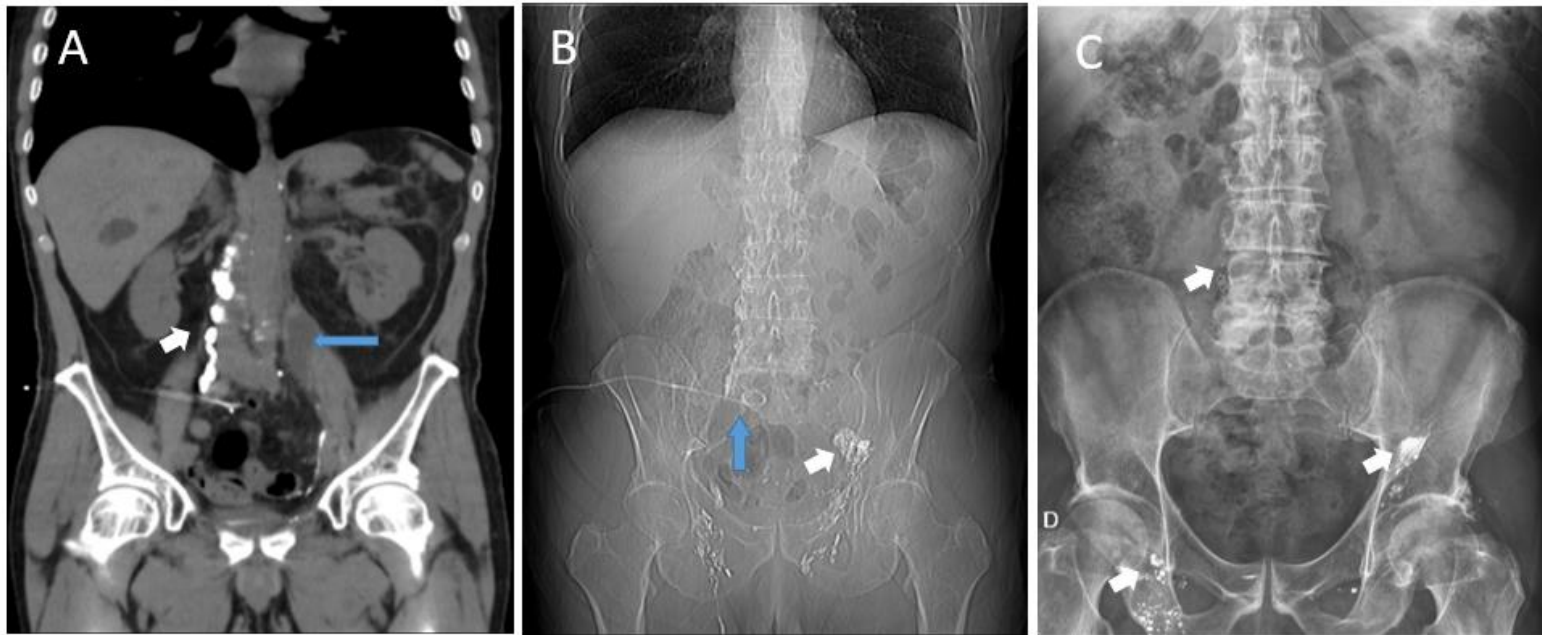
A) TC abdominopélvico sin contraste, en este corte coronal se objetiva el material de embolización (densidad metal) en nódulos iliacos y nódulos aórticos laterales-nódulos lumbares (flecha). No hay presencia de ascitis. Disminución de la colección adyacente al psoas izquierdo (flecha azul). B) Radiografía de abdomen 24h post embolización. Presencia de catéter de drenaje (flecha azul). Extravasación de material de embolización periganglionar en nódulos de cadena iliaca externa izquierda (flecha). C) Radiografía simple de abdomen 2 años tras embolización (abril 2023), imágenes grumosas hiperdensas en relación con restos del material de embolización (flechas).
